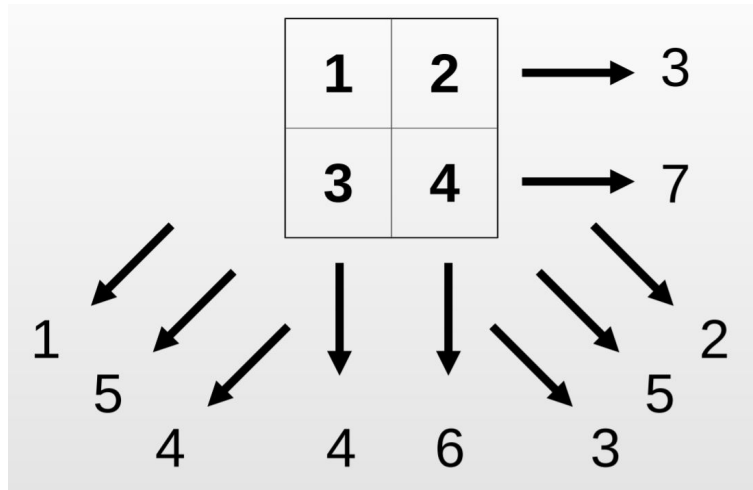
Representação da aquisição de imagem de um objeto no domínio das projeções de uma CT helicoidal. Fonte: site [http://dcm.ffclrp.usp.br/murta/PAIM/PAIM 4.pdf](http://dcm.ffclrp.usp.br/murta/PAIM/PAIM%204.pdf). Acessado em: 24/07/2019.
